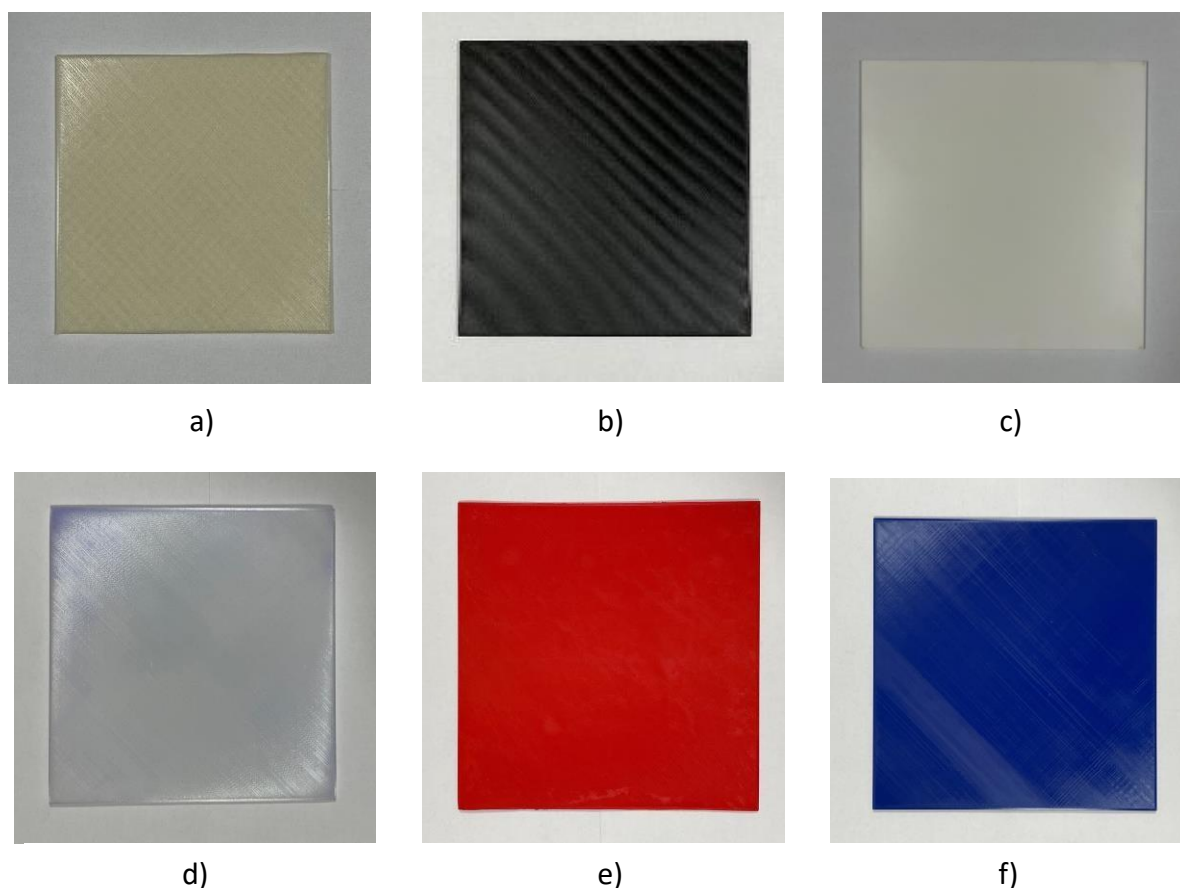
Mostre de plăci de bolus imprimate, după cum urmează: a) PLA Premium; b) PLA Standard; c) ABS; d) Policarbonat; d) ASA; e) PET-G
